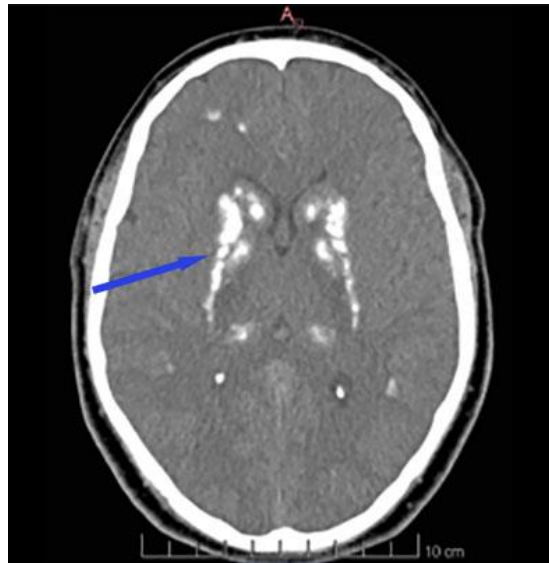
Tomografía computarizada de cráneo en corte axial: se evidencian calcificaciones a nivel de los núcleos de la base bilaterales, putamen, globo pálido, tálamos (ver flecha azul).
